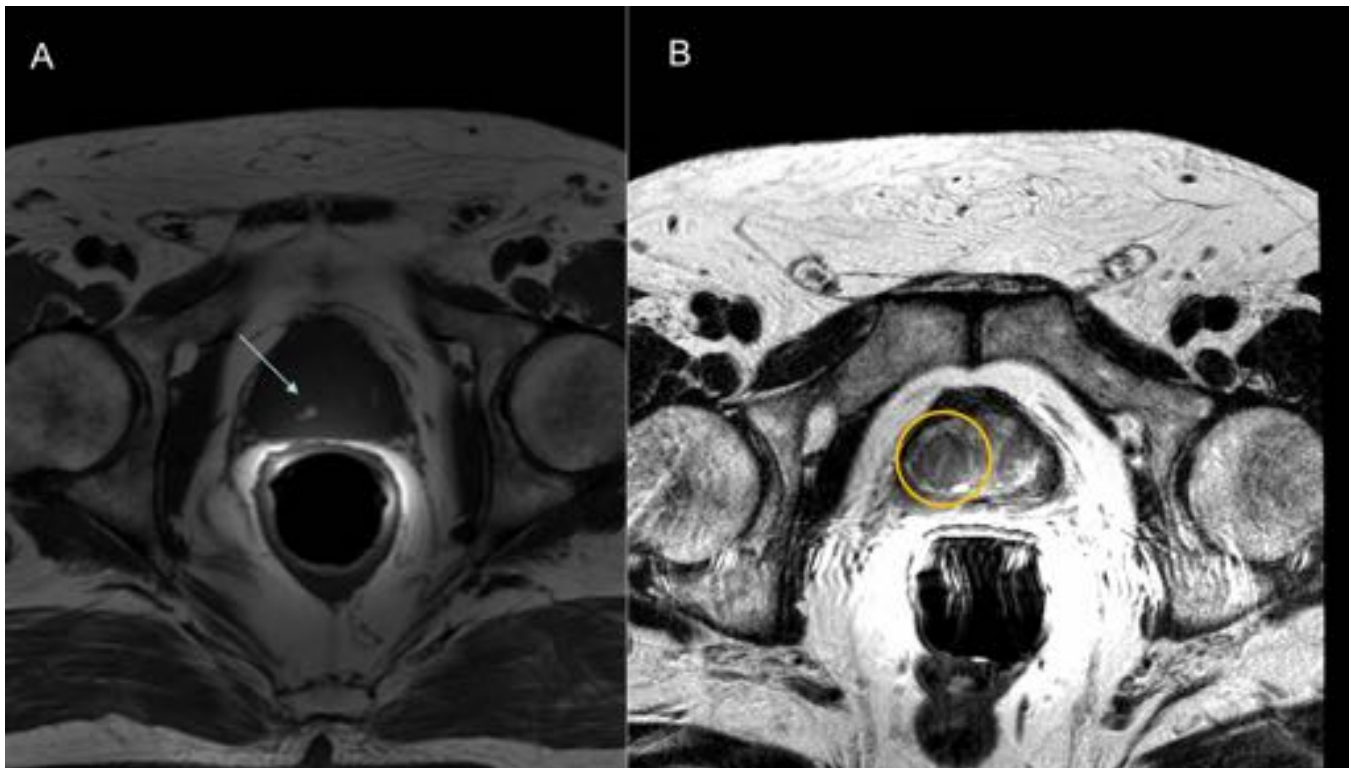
A. RM corte axial de secuencia ponderada en T1 en paciente de 60 años en que se objetivan zonas hiperintensas focales que podrían corresponder a restos hemorrágicos, secundarios a biopsia reciente. B. RM corte axial de secuencia ponderada en T2 , en la base derecha de la próstata se objetiva una lesión focal en la zona transicional. Dicha lesión se observa hipointensa y encapsulada. Orientación diagnóstica: PIRADS 2.
